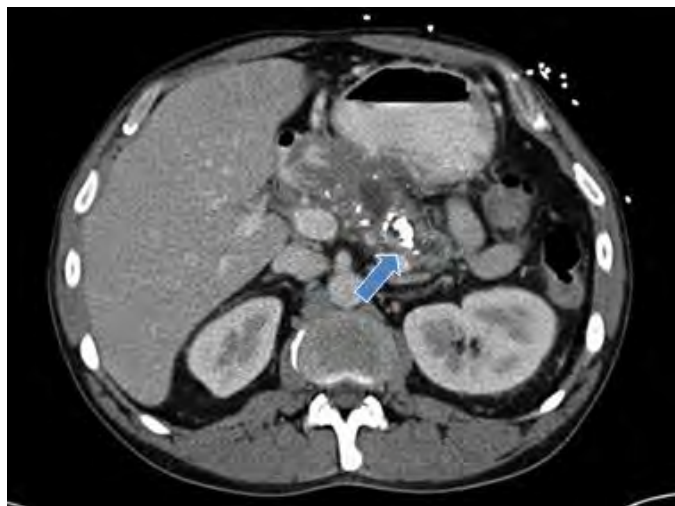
Calcificaciones del parénquima pancreático vistas en TAC (Adaptado de Forsmark C.) (izquierda) y engrosamiento del cuerpo pancreático (derecha).
